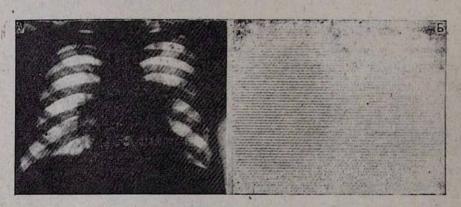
А. Рентгенограмма больного Г. В. Центральный рак левого легкого. Б. Скеннограмма легких больного Г. В.
